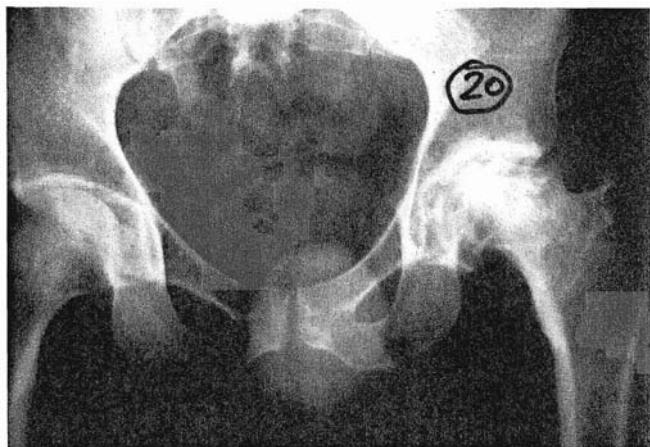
Radiografía de una cadera con necrosis avascular.
